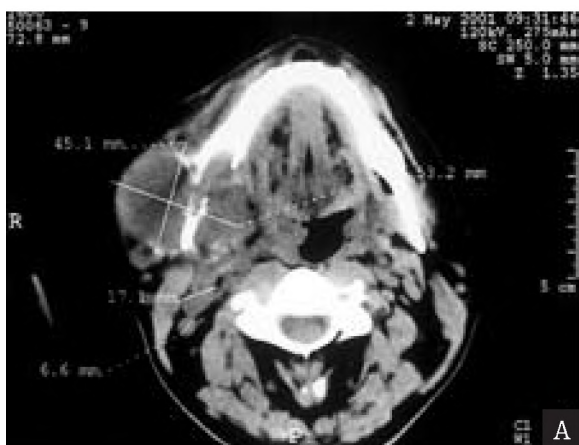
CT – tumor growing around the right mandibula with bone destruction – leiomyosarcoma regionis mandibulae. Cervical metastatic lymphnodes of the posterior chain.
